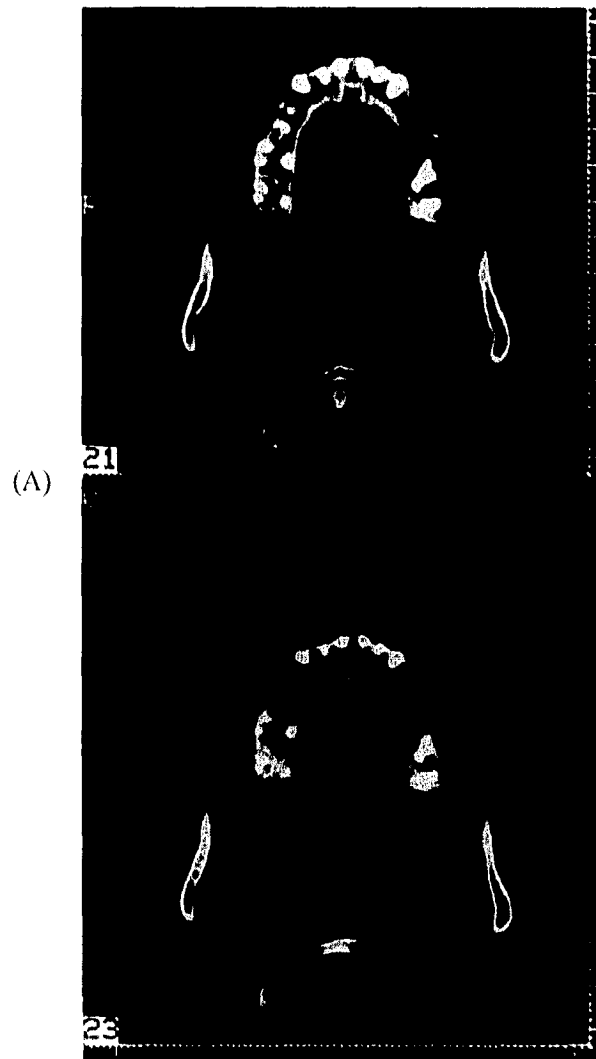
(A) TC Dental del maxilar superior en paciente femenina de 57 años, en quien se demuestra importante atrofia ósea en zona de premolares y molares en el lado izquierdo (flechas) (A) imágenes axiales compuestas.
